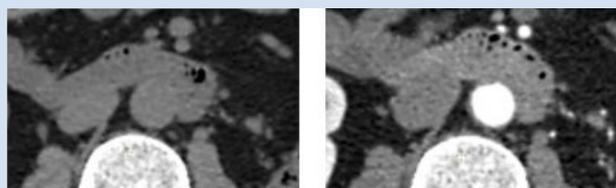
Вид области интереса на неконтрастном (слева) и контрастно-усиленном (справа) КТ-изображении. Параметры визуализации: аксиальная плоскость, ширина диапазона интенсивностей составляет 300 НУ, центр диапазона равен +50НУ
